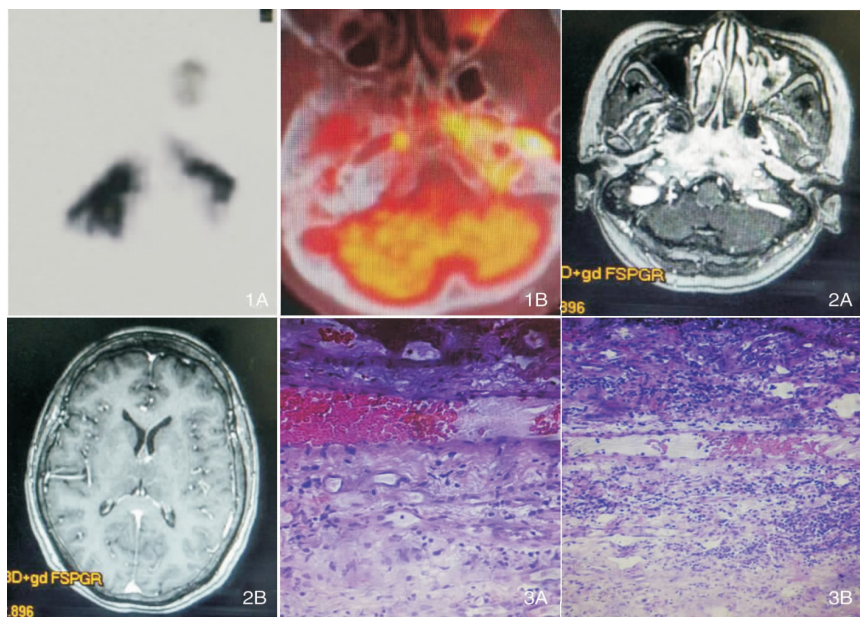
1B PET/CT 示双侧鼻咽部及咽鼓管粘膜弥漫性增厚,代谢弥漫性增高,右侧小脑与乙状窦间异常高代谢灶,左侧上颌窦粘膜明显增厚,代谢弥漫性增高。
